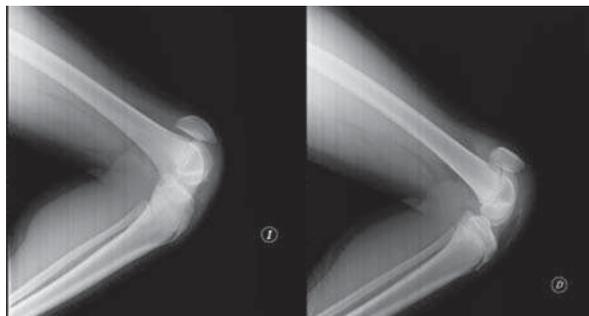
Radiografías en proyección lateral de ambas rodillas en la que se observa patela alta y arrancamiento óseo bilateral a nivel tendinoso.
